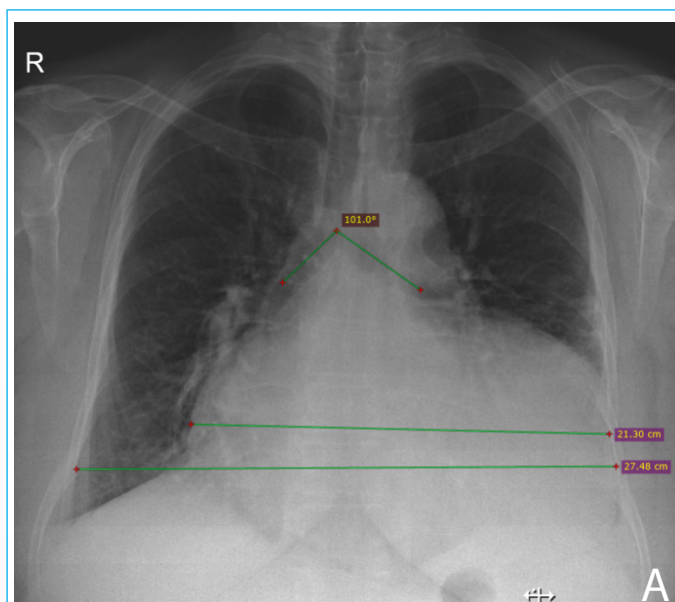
Radiografía de tórax, PA y lateral: cardiomegalia (índice cardiotorácico: 0,77) a expensas de las cavidades izquierdas, con vasculatura pulmonar normal. Aumento del ángulo subcarinal (101 grados) que se asocia con dilatación de la aurícula izquierda. No hay derrame pleural ni otros hallazgos de falla cardíaca descompensada.
